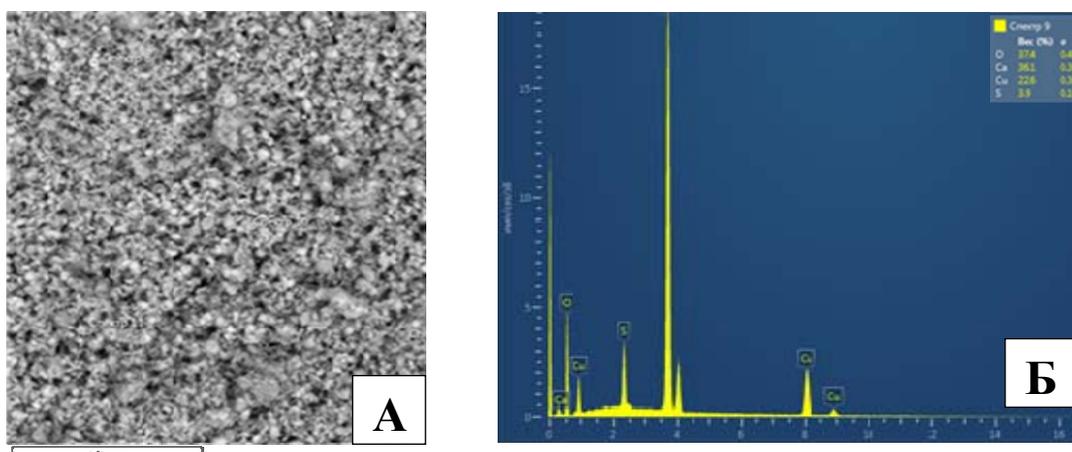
Результаты сканирующей электронной микроскопии (А) и рентгенофлуоресцентного элементного анализа (Б) препарата ГМК «Купрал»<sup>®</sup>
